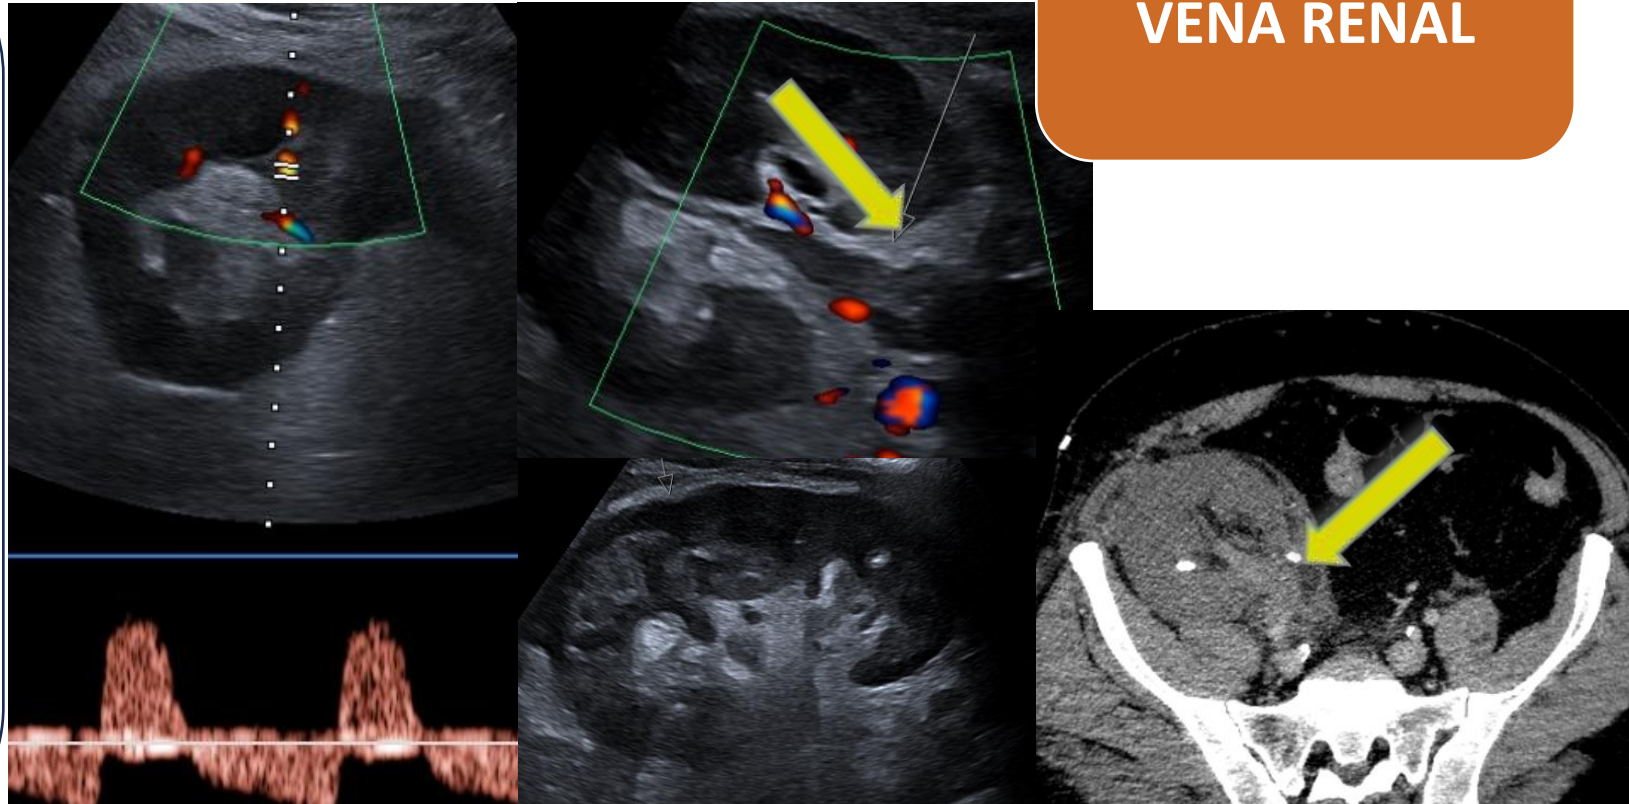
Mala perfusión del trasplante con aspecto globuloso, cortical muy hipoecogénica en la periferia, escaso flujo arterial y ausencia de flujo Doppler en la vena que se encuentra ocupada por contenido ecogénico. En el Doppler pulsado las arterias corticales se encuentran con flujo diastólico invertido. En el TC se observa un trombo en la luz de la vena del injerto. Cirugía urgente con trasplantectomía que confirma la trombosis venosa y la necrosis de la cortical.
